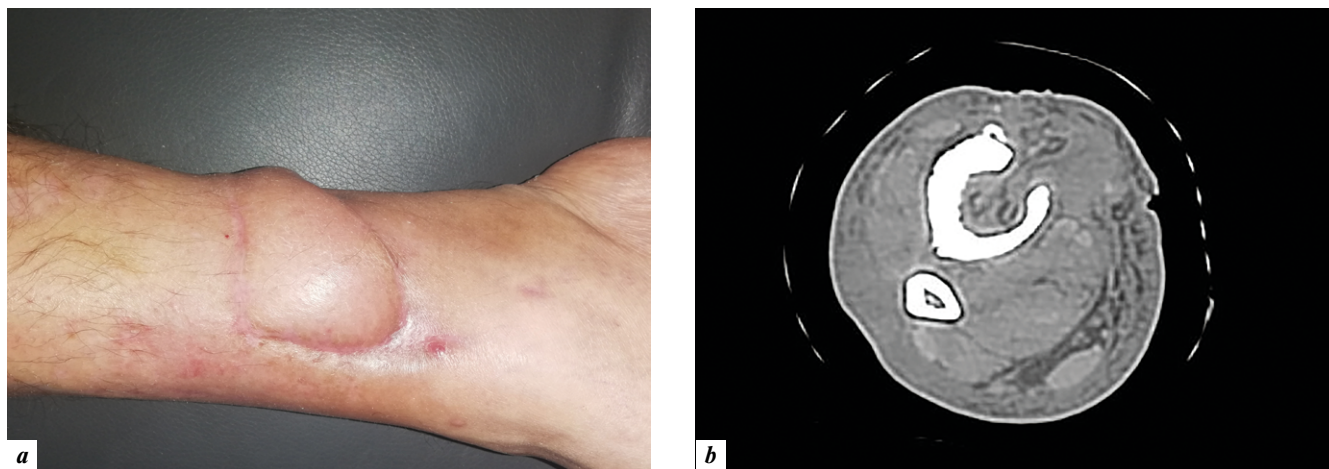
Вид голени и контрольная компьютерная томограмма пациента через 2 года после операции. Рана стойко зажила первичным натяжением, клинические и рентгенологические признаки остеомиелита отсутствуют
